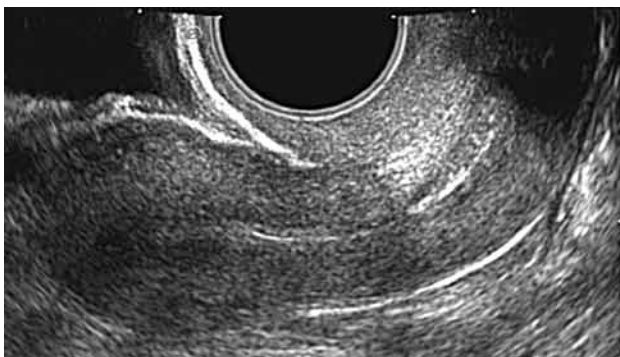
Conceptualice estas imágenes y cuando realice un ultrasonido, visualice su transductor como si lo viera en la fluoroscopia e identifique al “útero pequeño y lateral”.
